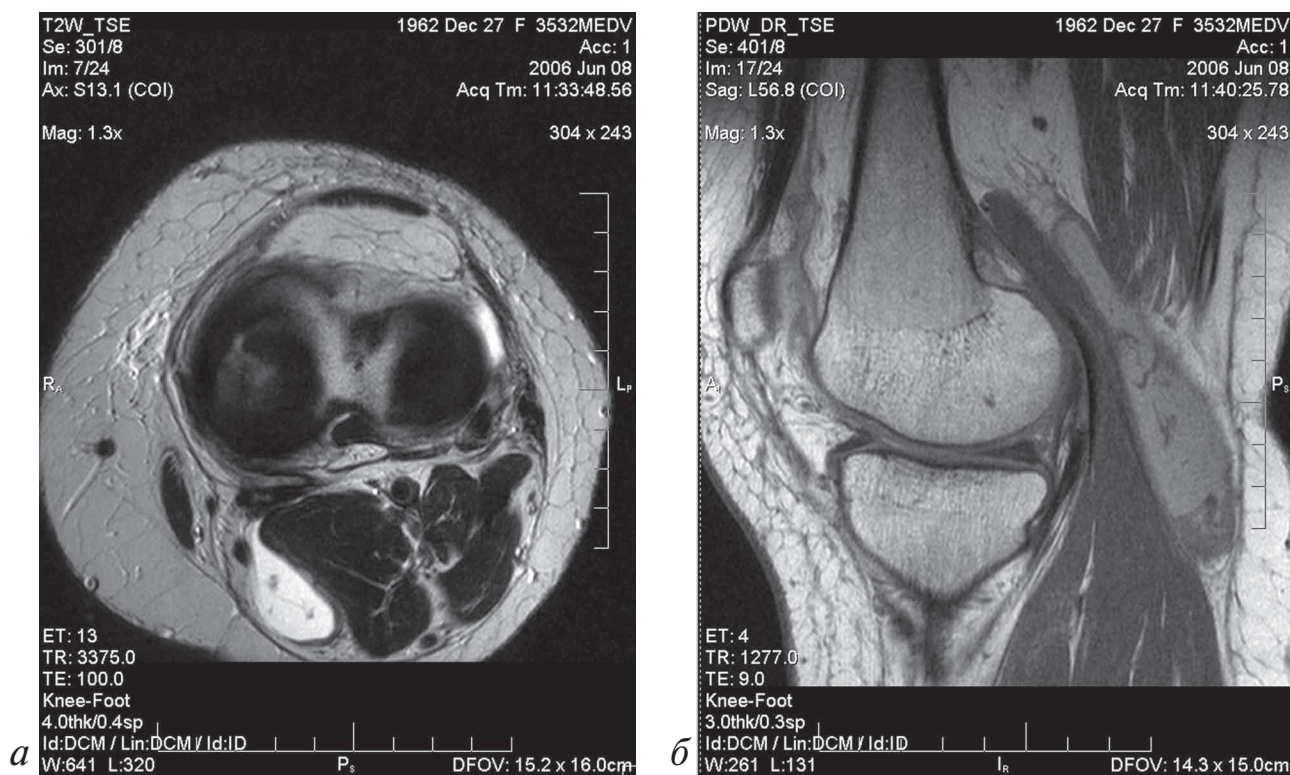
МРТ коленного сустава (аксиальная и сагиттальная проекции): третья стадия гонартрита: визуализируется интенсивный субхондральный склероз с явлениями локальной отечности костной ткани, выраженное истончение суставного хряща, остеофиты, дегидратация внутрисуставных менисков 2 степени с субразрывами, дегидратация и истончение суставной капсулы, массивная киста Бейкера
